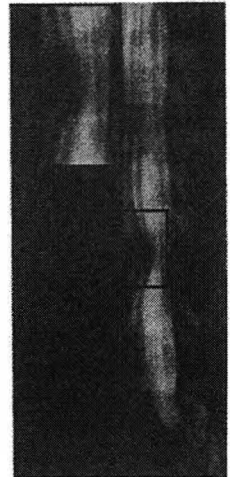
Radiografía (oblicua) en la que se aprecia mejor el desplazamiento de las raíces
